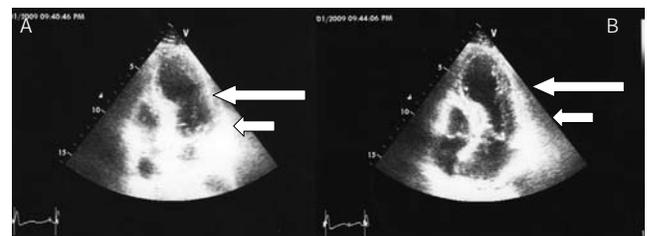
Ecocardiograma inicial: La flecha larga indica ápex, flecha corta muestra la base del ventrículo izquierdo normal en diástole. Figura 2B. La flecha larga señala área acinética apical y la flecha corta muestra hipercontractilidad de base del septo en sístole.
